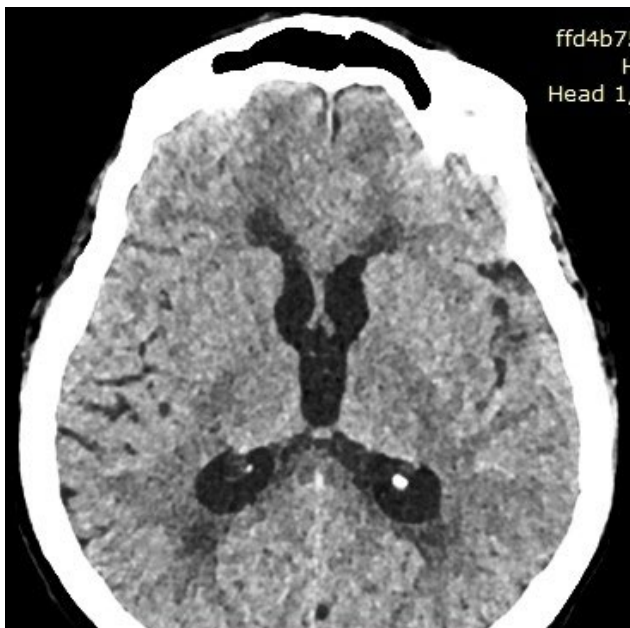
КТ головного мозга с контрастированием до операции.
